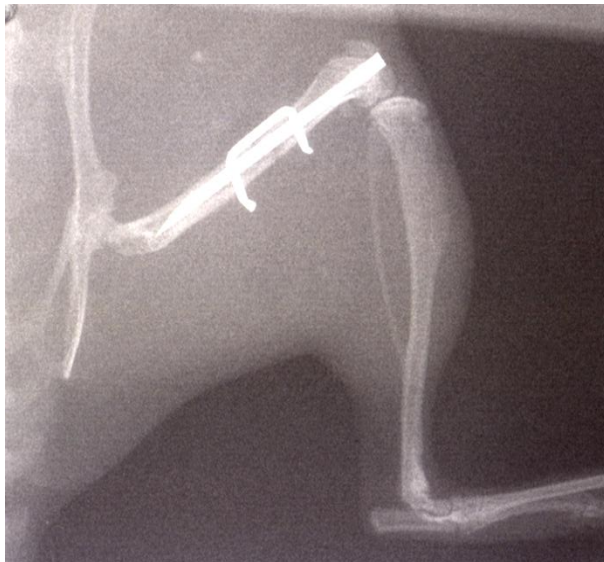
Röntgenbild eines osteotomierten, rechten Mäusefemurs mit Pin-Clip-Fixation.
